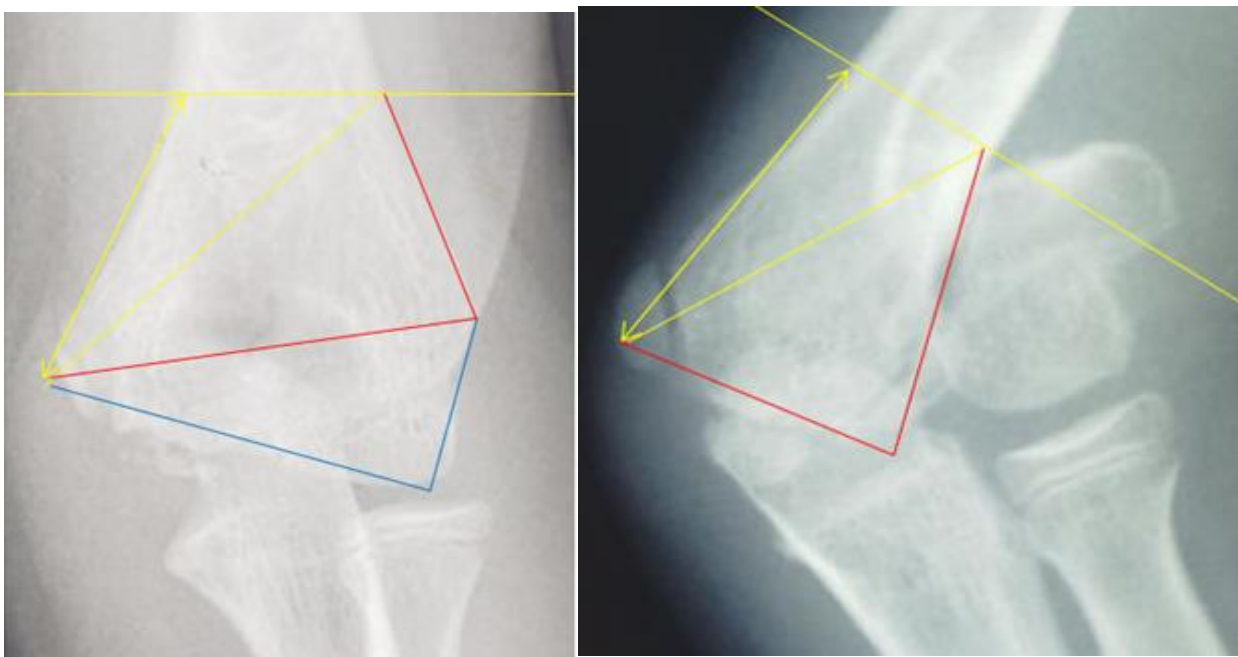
Определение «патологического дефекта» по формуле Герона на рентгенограммах здорового и поврежденного локтевых суставов в передней проекции (пациент К., 15 лет): а – здоровый локтевой сустав; б – поврежденный локтевой сустав
